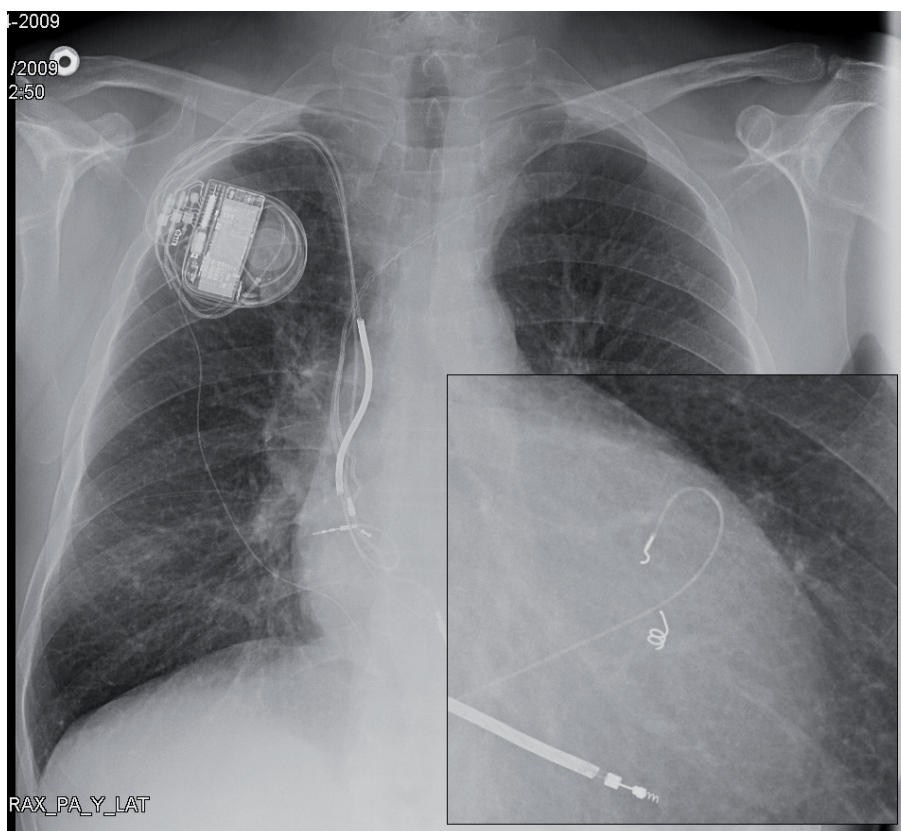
Radiografía de tórax PA realizada en Noviembre de 2009. En la imagen ampliada, se observa la fractura del cable epicárdico de VI, a nivel del electrodo
